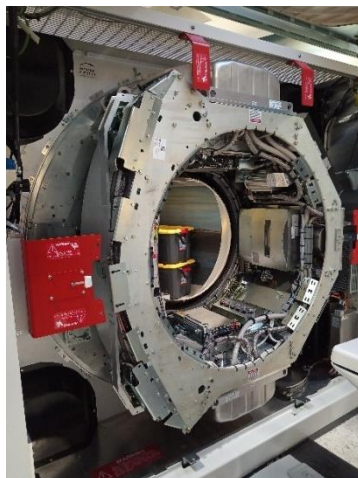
Gantry de un CT, marca Philips, modelo iCT, Servicio de Radiología e Imágenes Médicas del Hospital San Juan de Dios, San José, Costa Rica.
